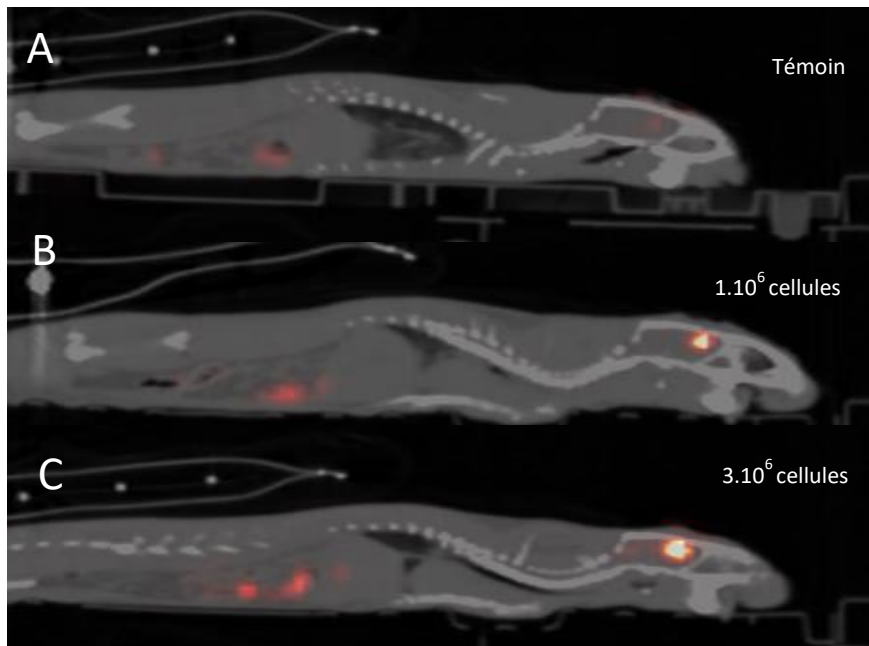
Marquage in vivo par injection de $[^{18}\text{F}]$ -FHBG après greffe des cellules exprimant la TK
